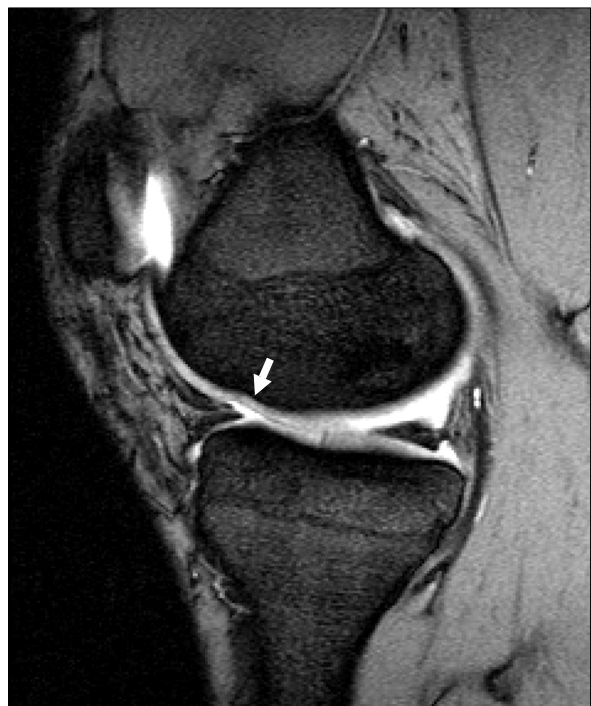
MRI at 38 months after microfracture showed poorly covered cartilage.
